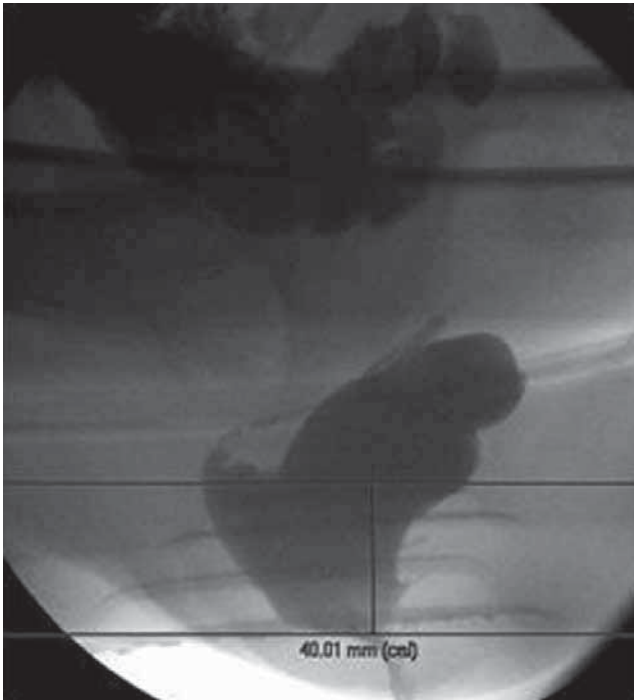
Defecografía de una paciente femenina de 32 años con estreñimiento crónico. Durante la fase de reposo no se observan alteraciones pero al comenzar la defecación se identifica una mala apertura del canal anal. Después de múltiples intentos no logró evacuar la mayor parte del material de contraste.
